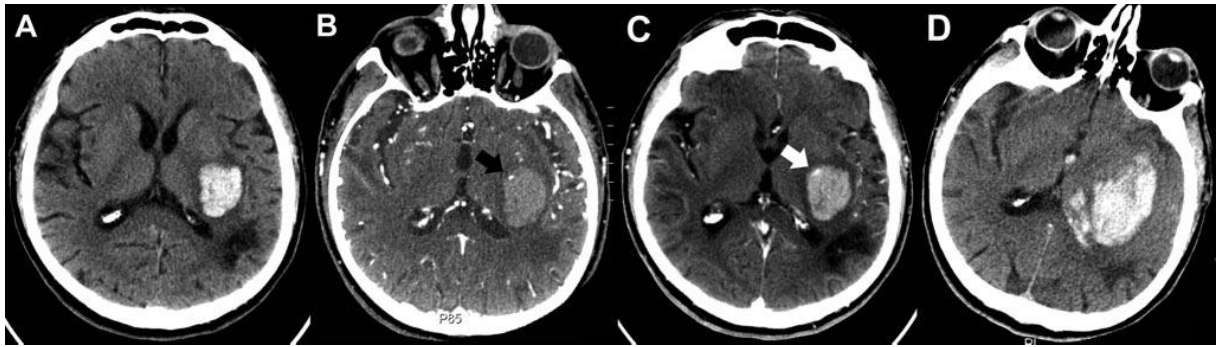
Patient avec “spot sign”, démontrant l’extravasation et l’expansion d’hématome. La sélection de la coupe au scanner a été optimisée pour la configuration de l’hématome, pas pour la position de la tête. A, CT sans injection, montre un hématome putaminaux postérieur gauche et capsulaire interne avec un petit œdème autour, en avant d’un ancien infarctus pariéto-occipital. B, un petit foyer de rehaussement est aperçu en périphérie sur des images source CTA, compatibles avec le “spot sign” (flèche noire). C, le Post-contraste CT démontre l’agrandissement du “spot sign”, compatible avec l’extravasation (la flèche blanche). D, CT sans injection révèle, 1 jour après révèle l’agrandissement de l’hématome et la présence d’une hémorragie d’intra-ventriculaire [223].
